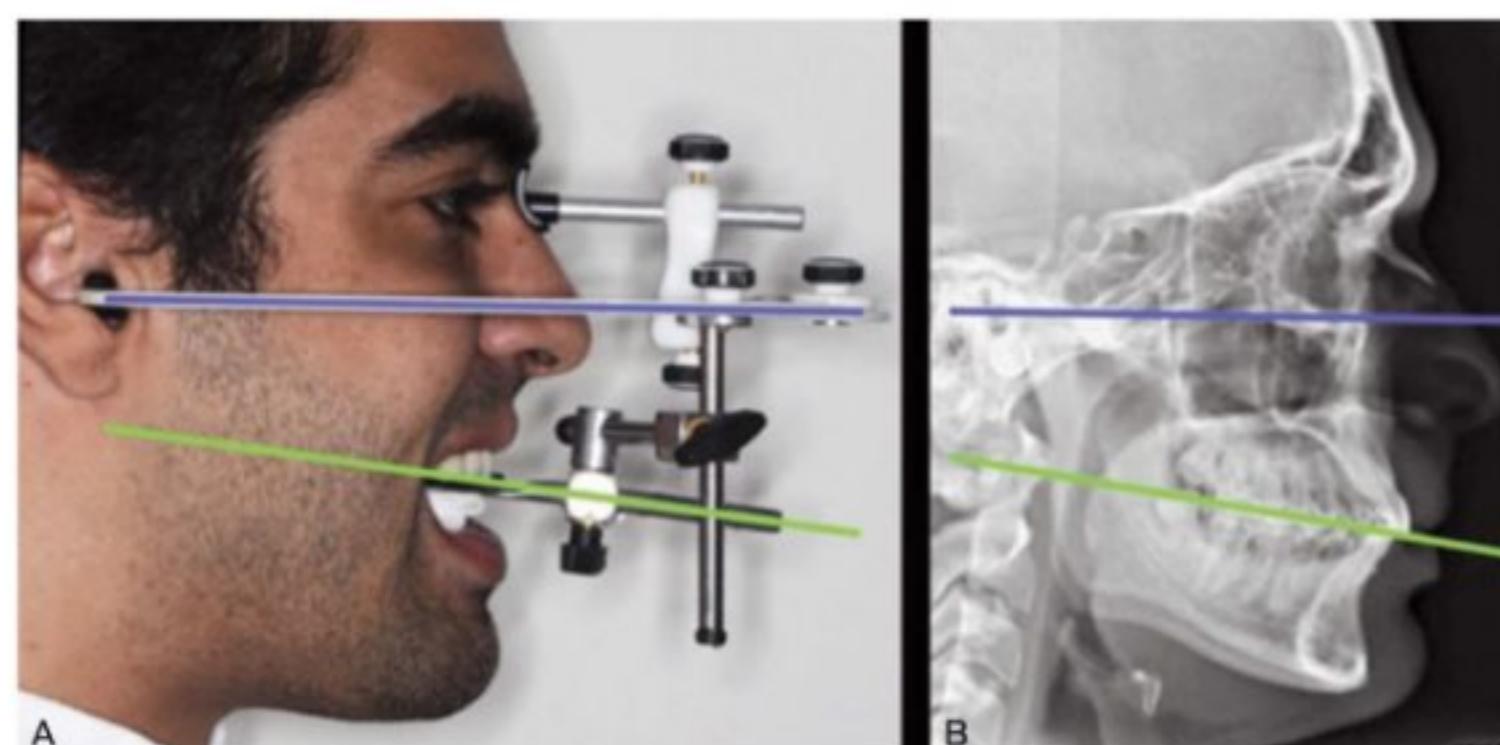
(A-B) Observe que o seguimento horizontal do arco facial posicionado na face localiza-se aproximadamente paralelo ao plano horizontal craniano (plano de Frankfurt) (linhas azuis) e à linha bipupilar. Desse modo, o garfo conectado ao arco facial transfere a posição aproximada do plano oclusal com relação ao plano horizontal para o ASA (linhas verdes). Obs.: Fotografia e telerradiografia do mesmo paciente.
